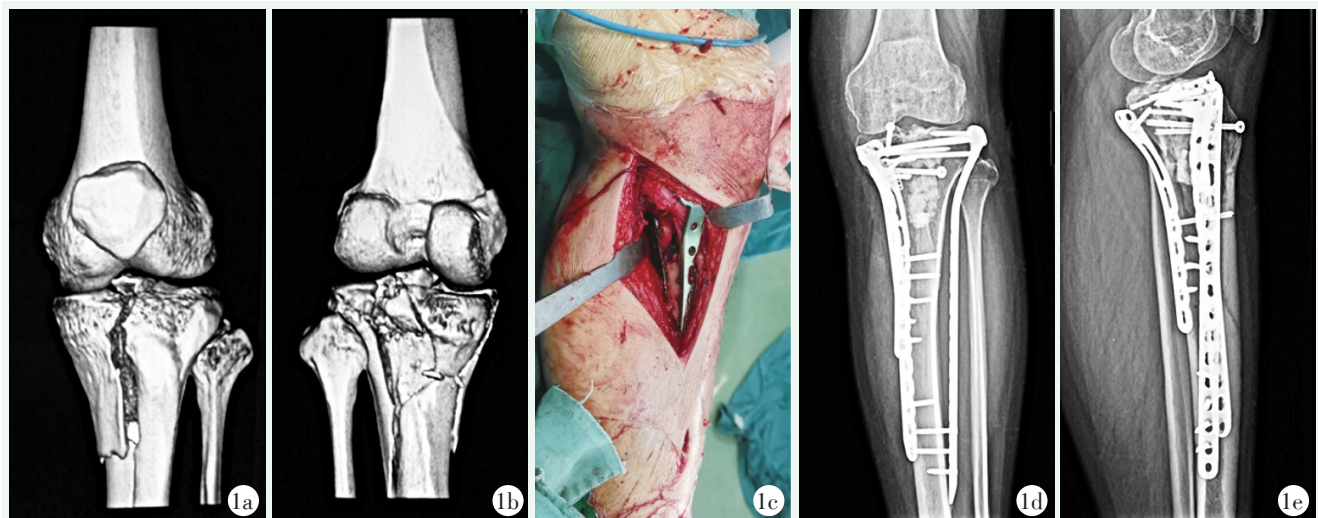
患者，女，41 岁，车祸致左侧 Schatzker VI 型胫骨平台骨折。1a, 1b: 术前三维 CT 提示胫骨平台前内侧髁、后内侧髁劈裂合并后外侧平台压缩骨折；1c: 后内侧切口显露，行后内侧钢板及前内侧钢板固定；1d, 1e: 术后半年膝关节正侧位 X 线片示骨折采用前外侧、前内侧及后内侧钢板固定，对位对线良好，骨折已愈合，无明显复位丢失和膝关节退行性变。
